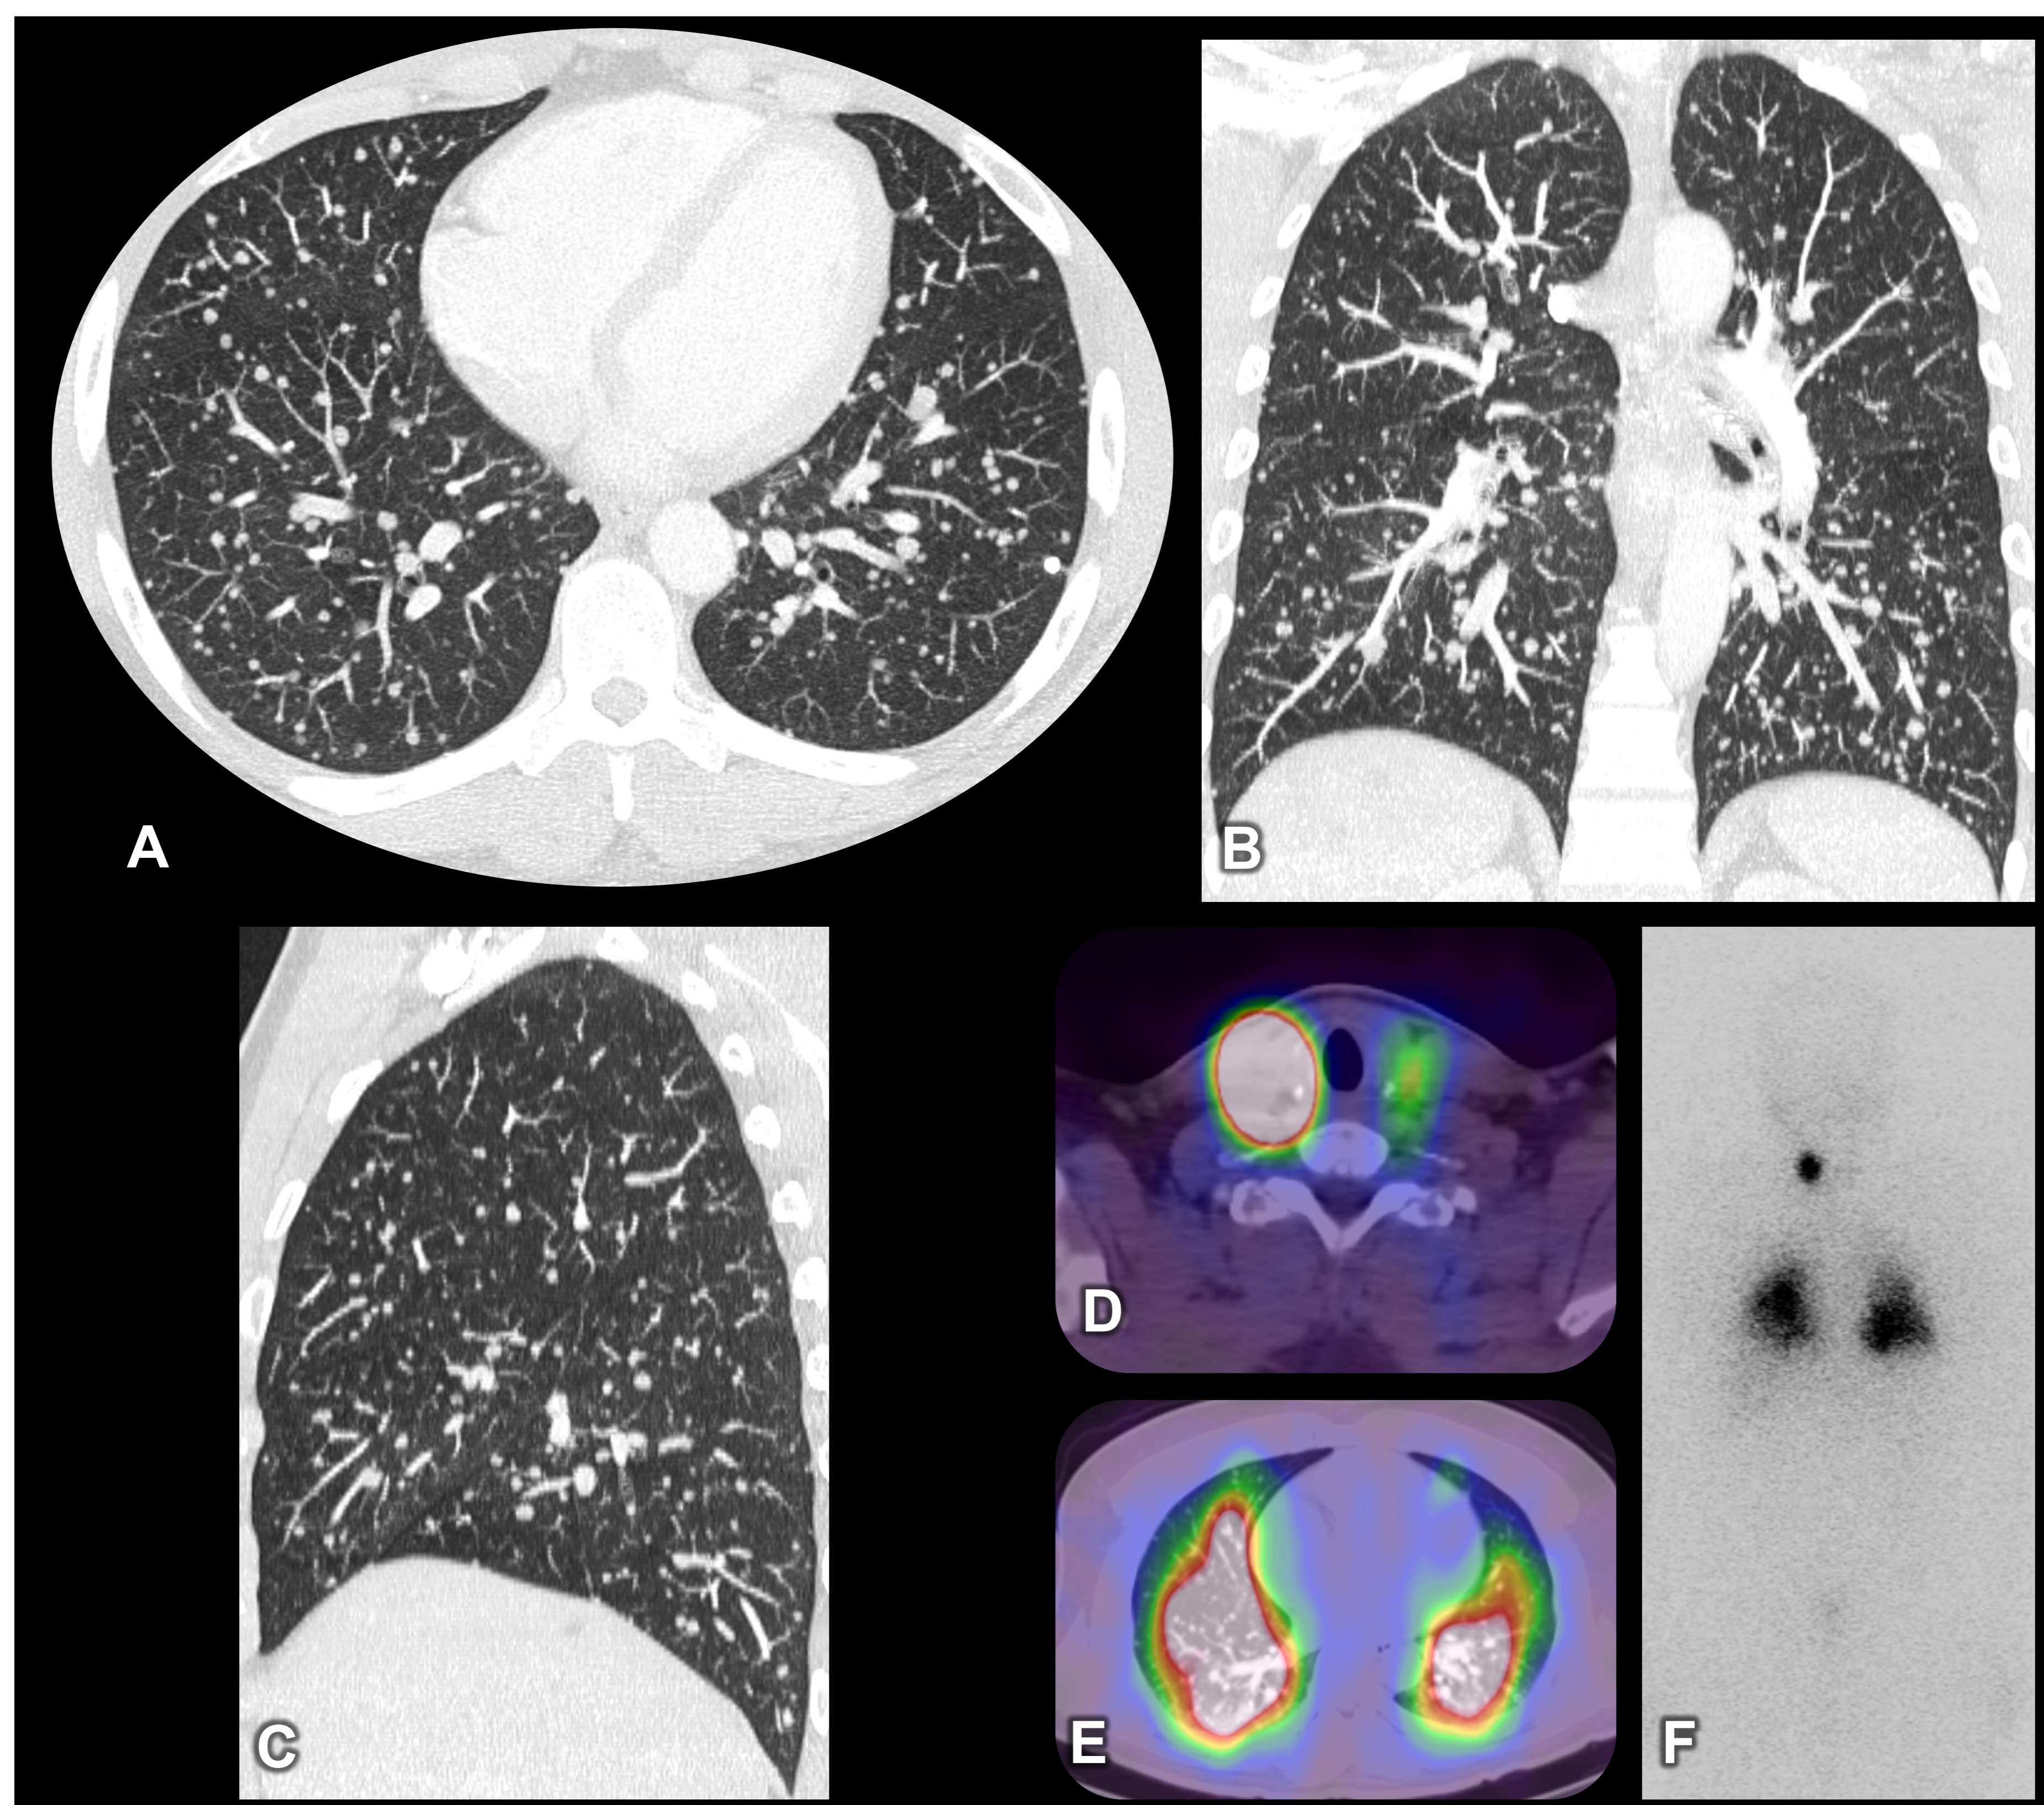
Varón de 31 años con disnea moderada de reciente aparición. TC de tórax con ventana de pulmón y reconstrucción MIP en el plano axial (A), coronal (B) y sagital (C) y SPECT tras la administración de I^{131} (D, E, F). Múltiples nódulos de pequeño tamaño y micronódulos con distribución aleatoria, algunos de ellos calcificados y con predominio en campos inferiores, compatibles con metástasis pulmonares. Se identificó un nódulo tiroideo derecho parcialmente calcificado, sugiriendo un posible origen neoplásico tiroideo (no mostrado). Tras la BAG ecoguiada, la tiroidectomía y linfadenectomía cervical central bilateral se confirmó un carcinoma papilar de tiroides con diseminación linfática. El SPECT mostró una alta actividad cervical bilateral de predominio derecho y de forma difusa en el parénquima pulmonar, en relación con restos y/o metástasis ganglionares y la diseminación metastásica pulmonar.
